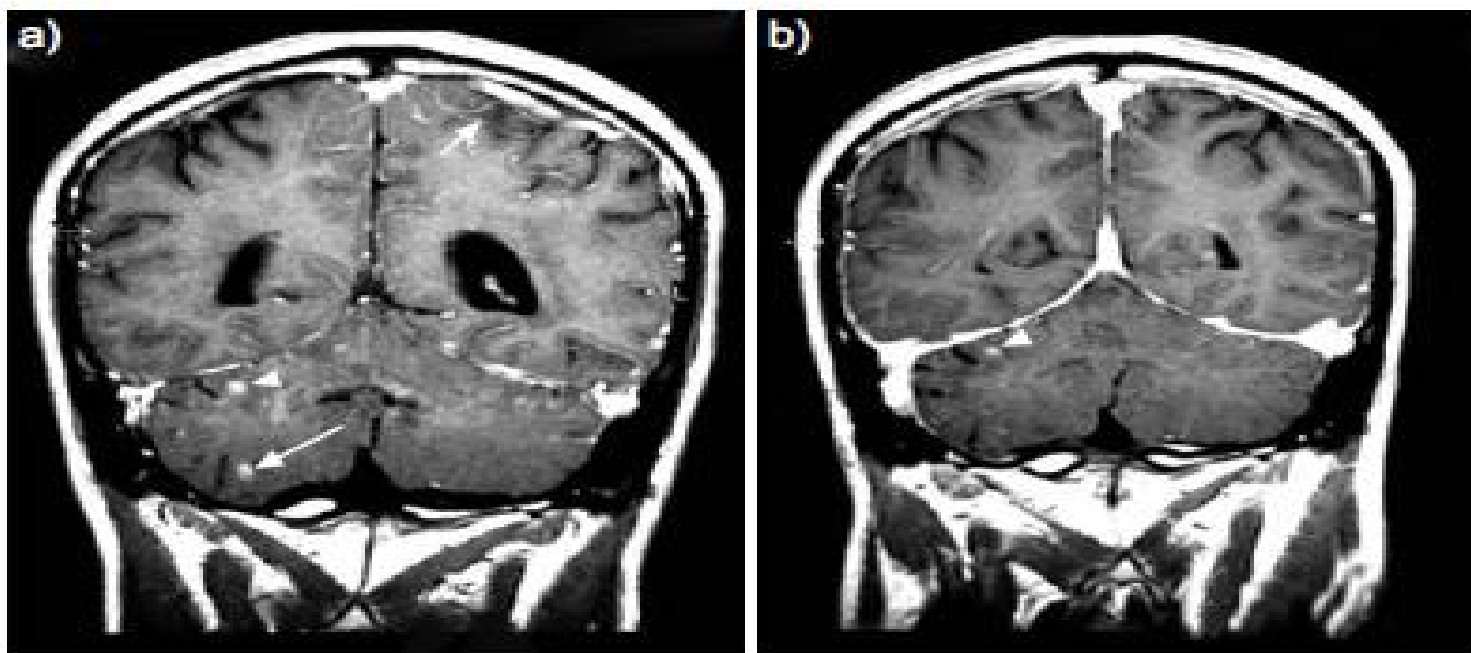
a) Brain magnetic resonance imaging (MRI; T1 with gadolinium). Multiple brain metastases (arrowhead) with an intensive signal of the leptomeninges marking carcinomatous meningitis (arrow). b) Brain MRI (T1 with gadolinium) after 1 month of erlotinib. Partial response of the brain metastases (arrowhead) and disappearance of the intensive signal of the leptomeninges.
